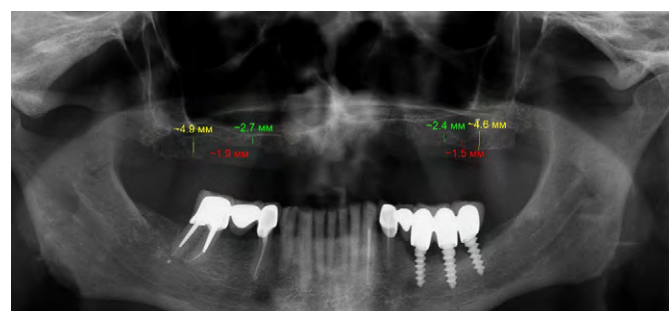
Ортопантомограмма пациента на момент обращения
